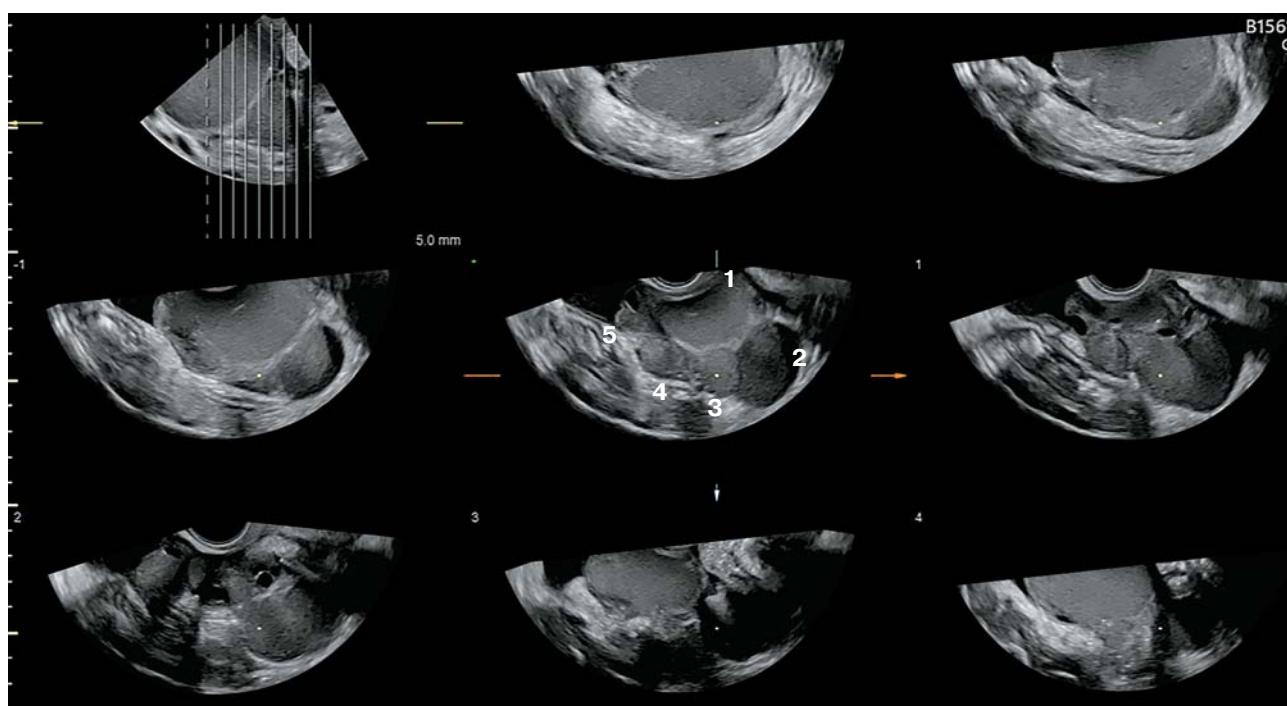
Возраст пациентки 31 год. 3D-реконструкция в режиме послойной томографии, помогающем более детально оценить структуру образования. В левом яичнике пятикамерная эндометриома максимальным диаметром 102 мм. Камеры обозначены цифрами на центральном изображении. O-RADS 3.
